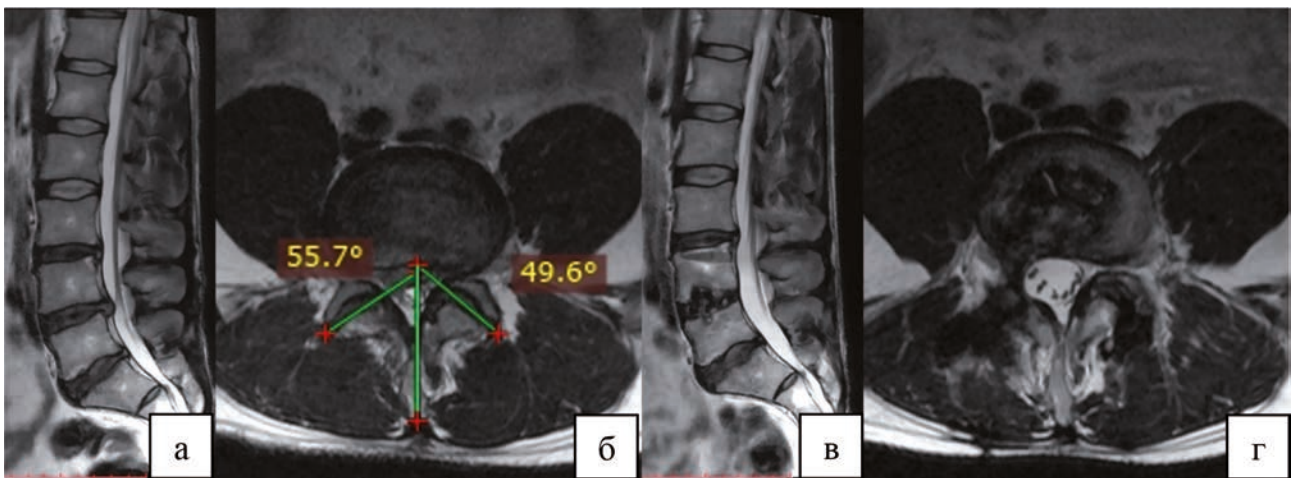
Пациент Б., 33 лет, с дегенеративным заболеванием поясничного отдела позвоночника на уровне L4-L5: а – на сагиттальной МРТ грыжа МПД L4-L5; б – на аксиальной МРТ методика подсчета величины фасеточного угла, тропизм ФС отсутствует; в – на сагиттальной МРТ состояние после дискэктомии МПД L4-L5, межтелового трансфораминального спондилодеза, транспедикулярной стабилизации справа, трансфасеточной фиксации слева; г – на аксиальной МРТ состояние после дискэктомии МПД L4-L5, межтелового трансфораминального спондилодеза, транспедикулярной стабилизации справа, трансфасеточной фиксации слева
